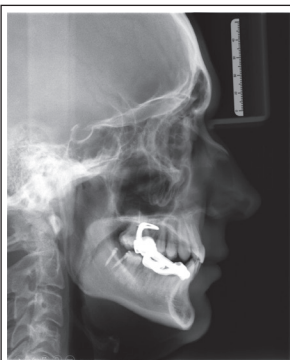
Pre-treatment lateral cephalometric radiograph of patient P. with cephalometric analysis
